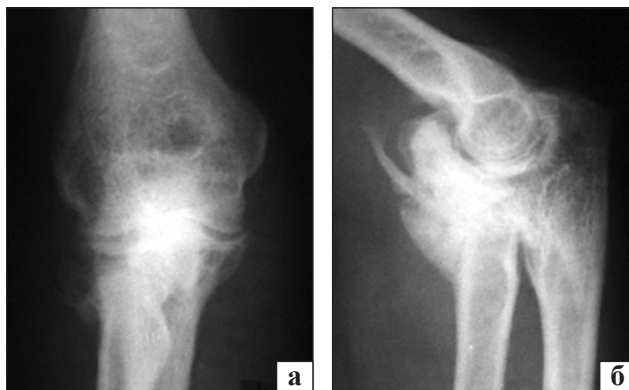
Рентгенограми ліктьового суглоба пацієнтки другої групи в прямій (а) і бічній (б) проекціях із наявністю ГО форми II С
